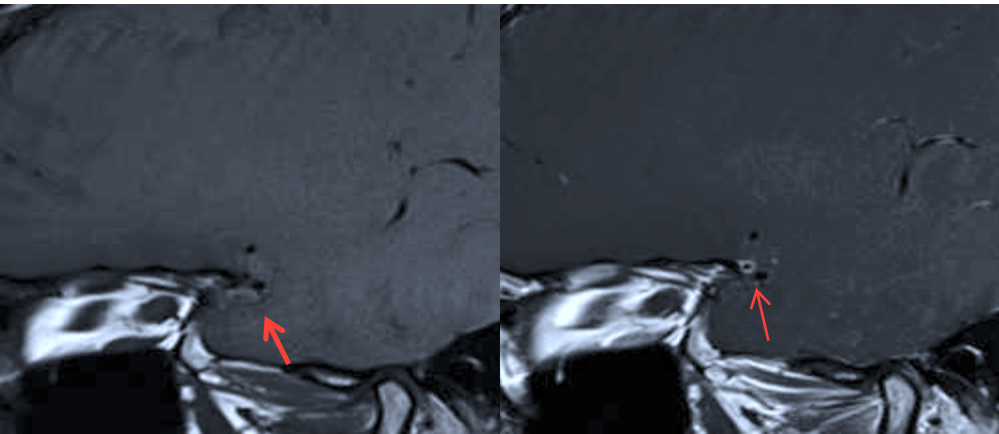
RMN. Le frecce indicano la presa di contrasto nella parete dell'aneurisma della biforcazione dell'arteria cerebrale media di destra
